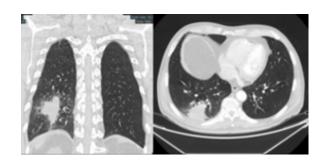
Corte axial y coronal de TC de tórax.
